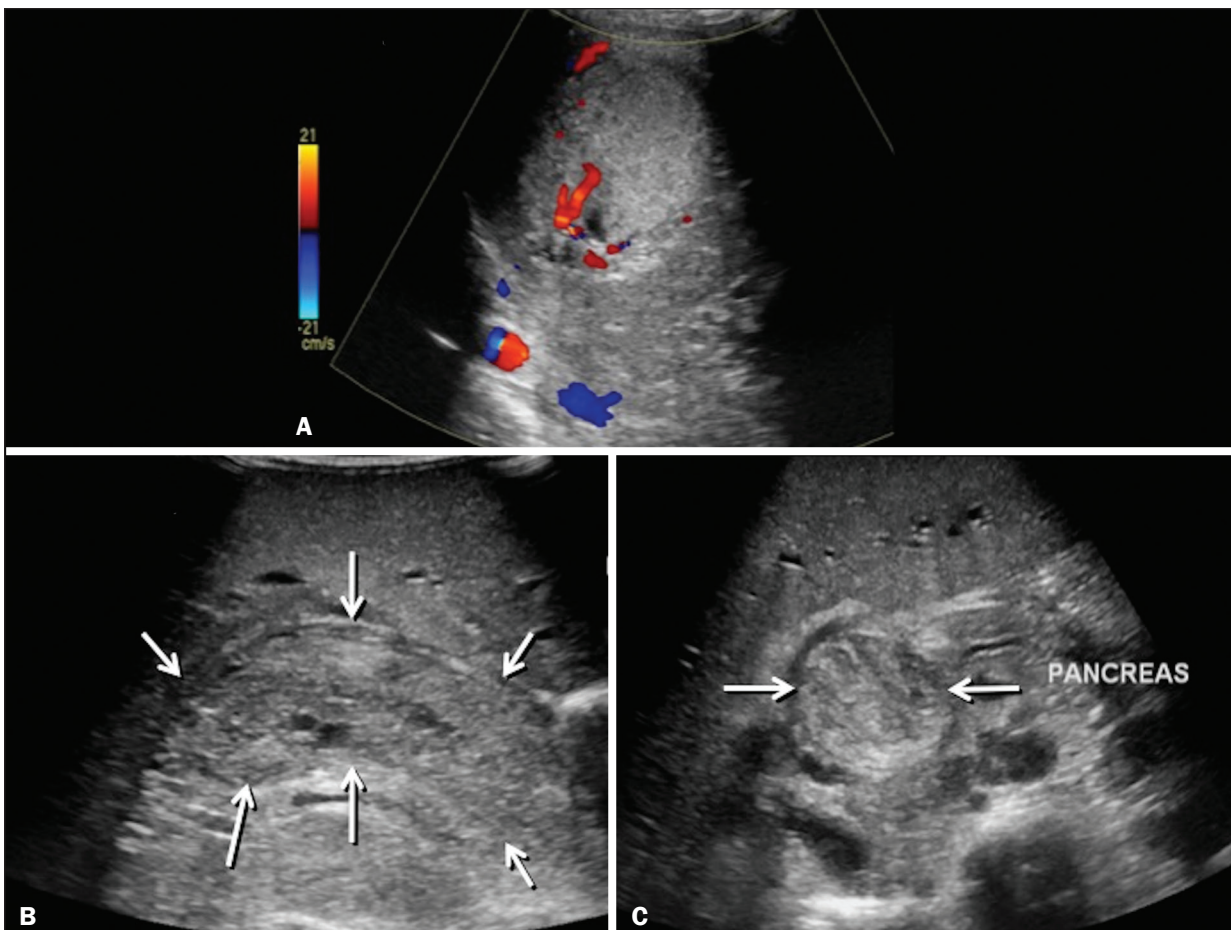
Rabdomyossarcoma de vias biliares. Menina de quatro anos de idade com icterícia, acolia fecal, dor abdominal e prurido por três semanas, encaminhada com suspeita de cisto de colédoco. A: US de abdome com Doppler mostra lesão hepática sólida hiperecogênica com vascularização central e periférica. B,C: Observa-se lesão na luz do colédoco (cortes longitudinal e transversal, respectivamente) ocupando e aumentando acentuadamente seu calibre (setas). A lesão é sólida, hiperecogênica, com focos císticos de permeio. Na imagem em C observa-se, ainda, o efeito obstrutivo produzido pela lesão com repercussão no ducto pancreático, que tem seu calibre discretamente aumentado. Realizada ressecção cirúrgica da massa, com resultado anatomopatológico de rabdomyossarcoma de vias biliares com invasão hepática.
